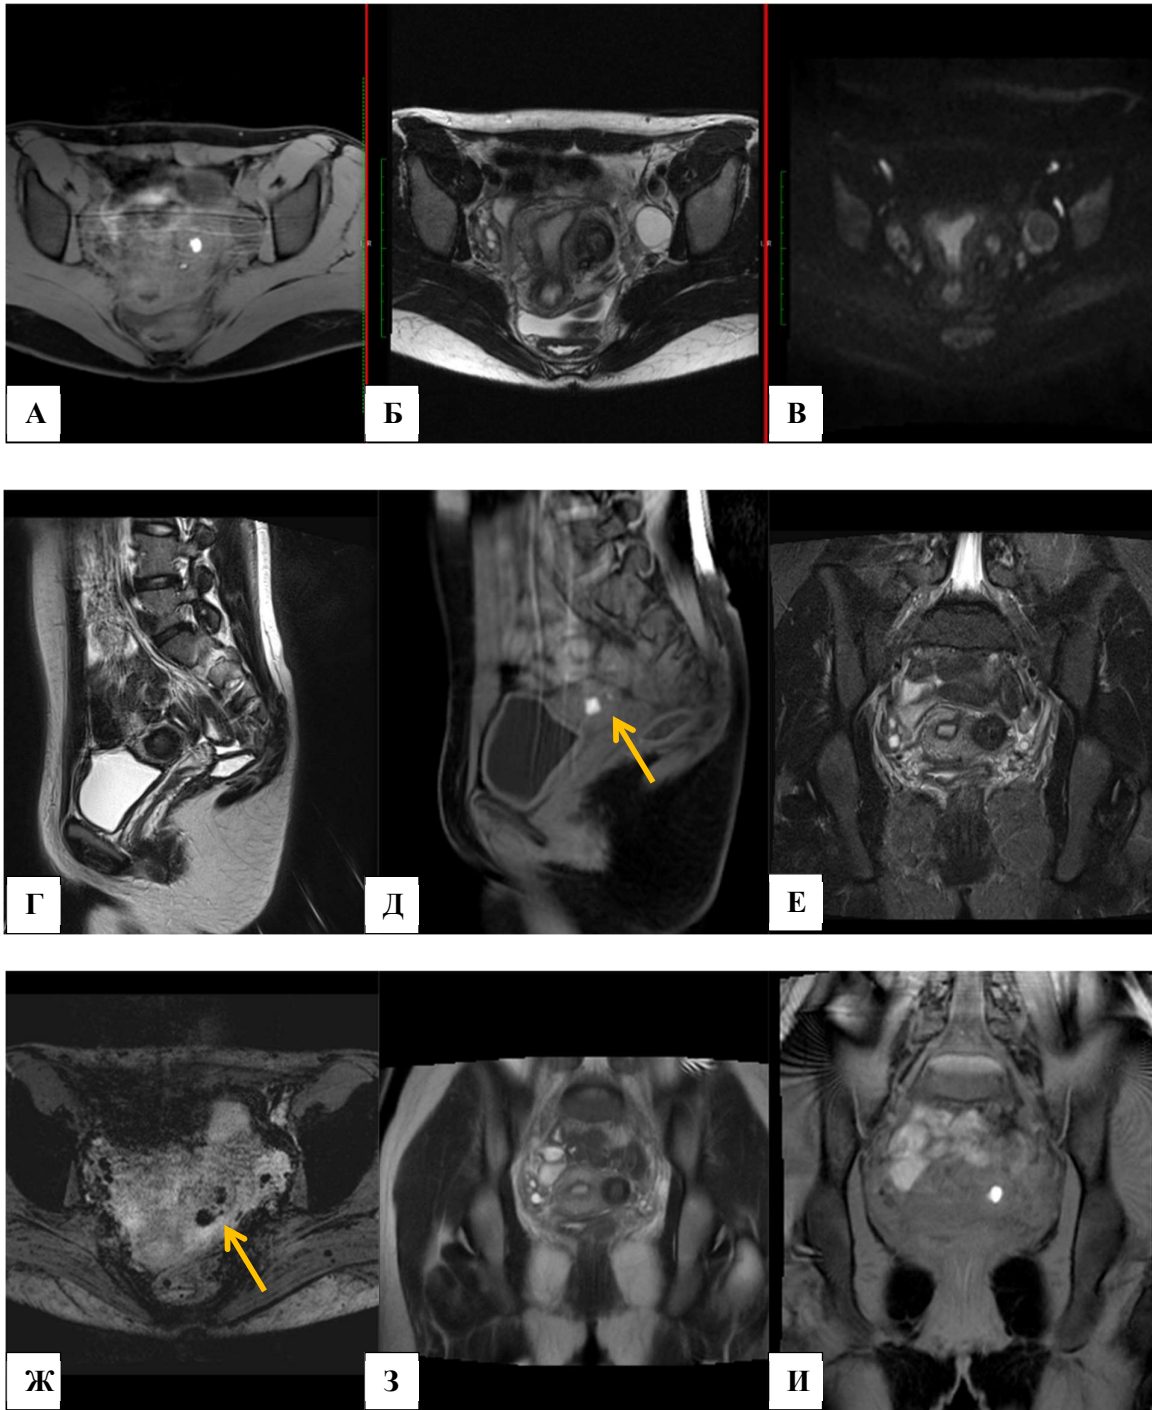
МР-томограммы. Эндометриоз широкой связки матки.
